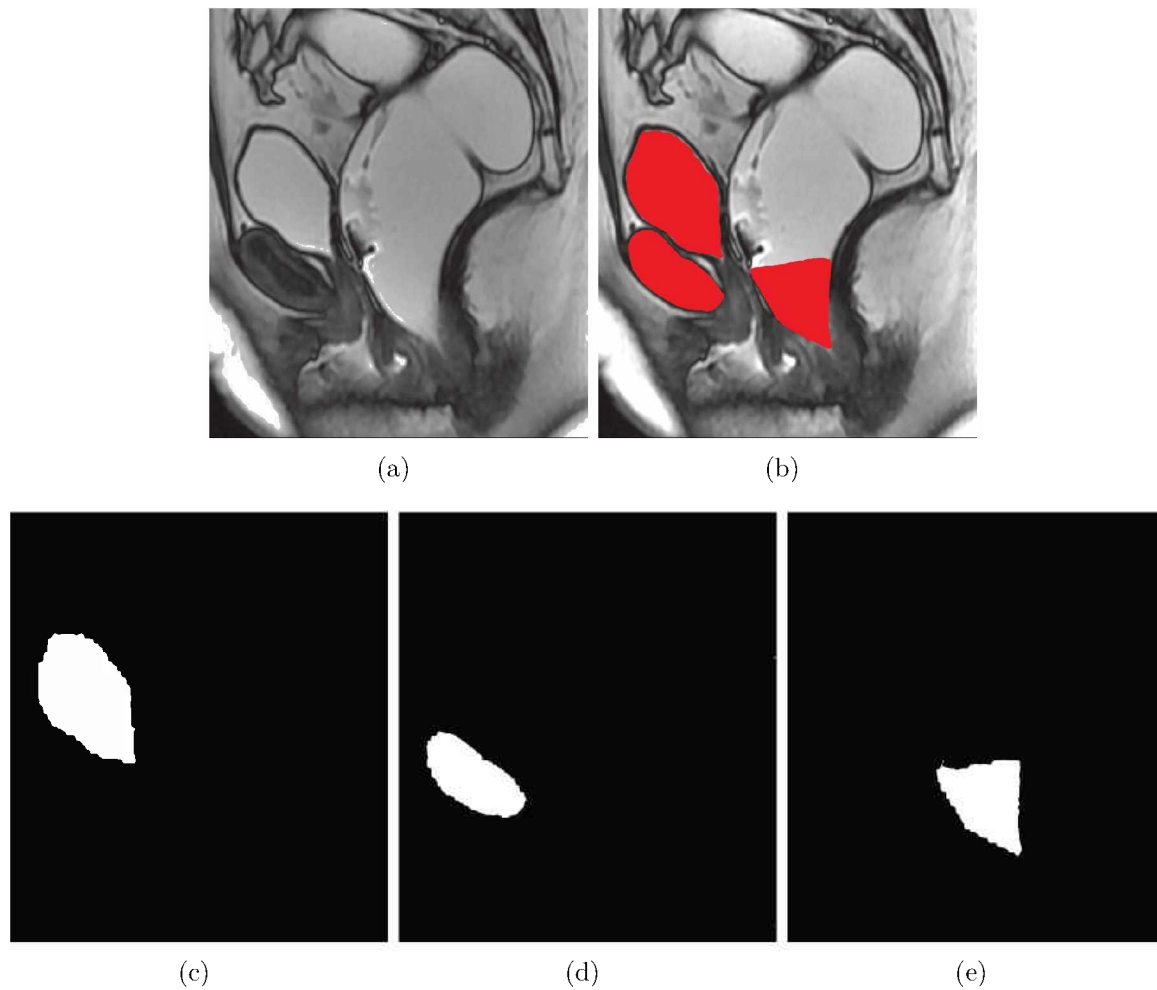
Imagem original de defecografia (a). Imagem de defecografia marcada por um especialista (b). (c) A marca M^C referente a região da bexiga (cistocele). A marca M^A da Sínfise Púbica (d). (e) apresenta a marca M^R referente ao canal anal (retocele) (COLAIACOMO et al., 2009).
